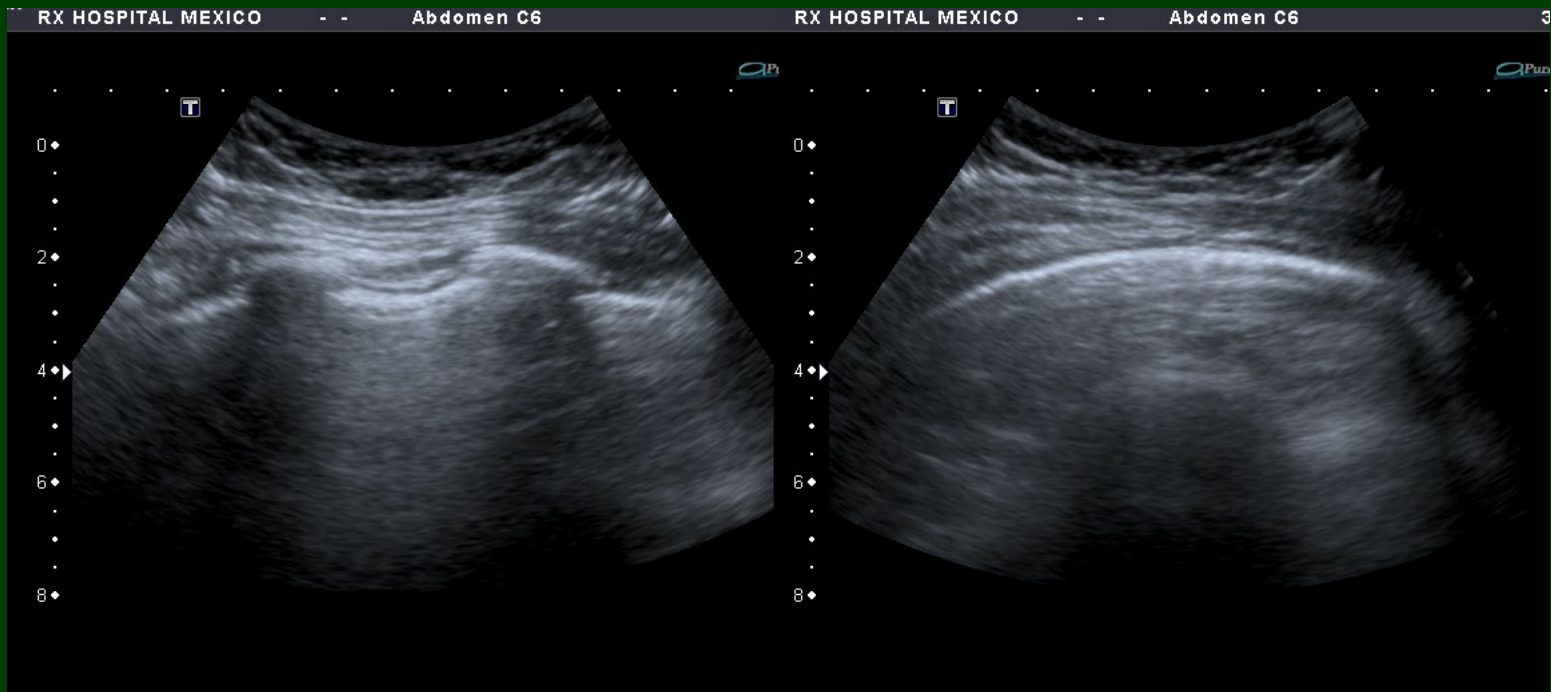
Ultrasonido de tórax. Resumen ecográfico de evaluación torácica en séptimo espacio intercostal derecho sobre línea axilar media. No se demuestran hallazgos patológicos en pared torácica ni en parénquima pulmonar evaluable mediante este método de imagen. Existe mínima irregularidad pleural de manera bilateral y principalmente hacia los lobullos inferiores.
